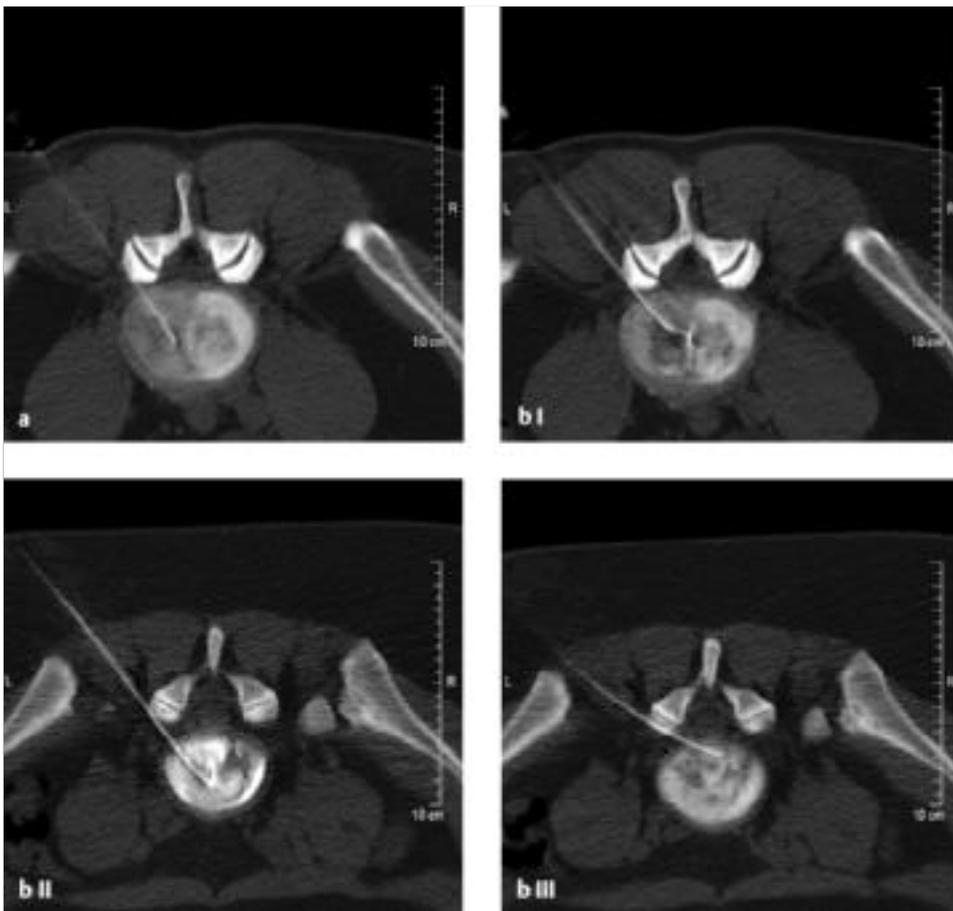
CT-gestützte intradiskale Injektion.
